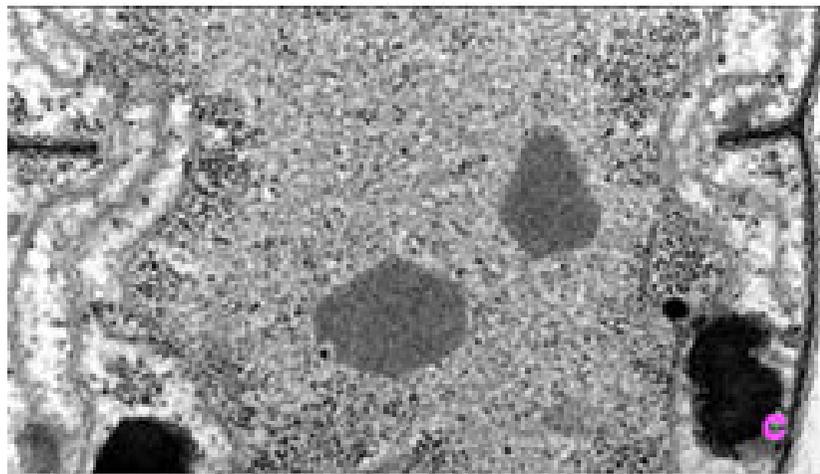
A variety of bacterial inclusions. a. PHB granules; b. a parasporal BT crystal in the sporangium of *Bacillus thuringiensis*; c. carboxysomes in *Anabaena viridissima*, showing their polyhedral shape; d. sulfur globules in the cytoplasm of *Beggiatoa*
